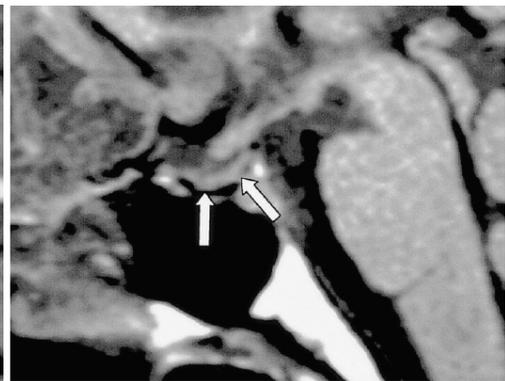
Resonancia magnética, imagen T1 sagital. Tronsectión del tallo hipofisiario debido a una caída. Se observa atrofia difusa de la hipófisis (flechas), ausencia de señal hiperintensa de la hipófisis posterior y no se observa un tallo hipofisiario normal. Tomado de Shin y colaboradores [78].
